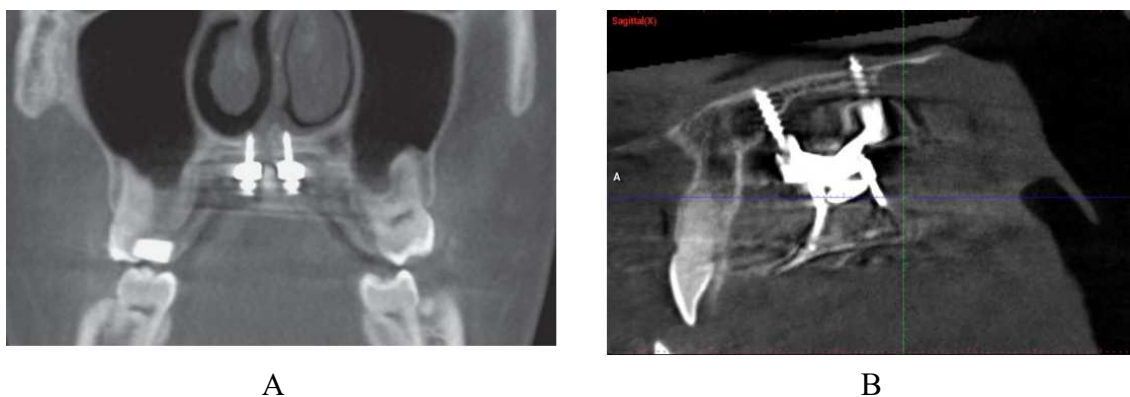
Imagem CBCT ilustrando a ancoragem bicortical dos MI. A) No plano frontal. Imagem retirada de (Nojima et al., 2018). B) No plano sagital.
